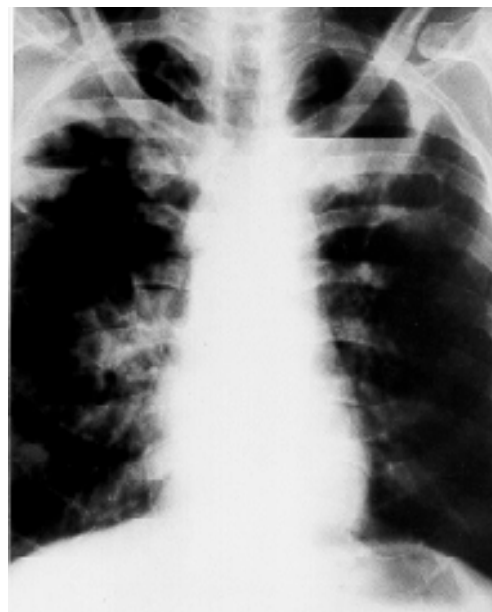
Caso 4: Radiografía de tórax en la que se aprecian lesiones cavitadas con nivel hidroaéreo en ambos lóbulos superiores.
